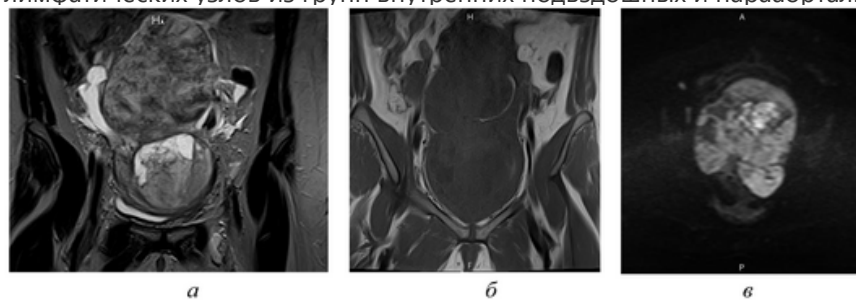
Магнитно-резонансная томография малого таза. Пациентка С., 36 лет, с дисгерминомой крупных размеров: а — корональное T2 взвешенное изображение; б — корональное T1 взвешенное изображение; в — корональное диффузно-взвешенное изображение с высоким b-фактором (1000)
